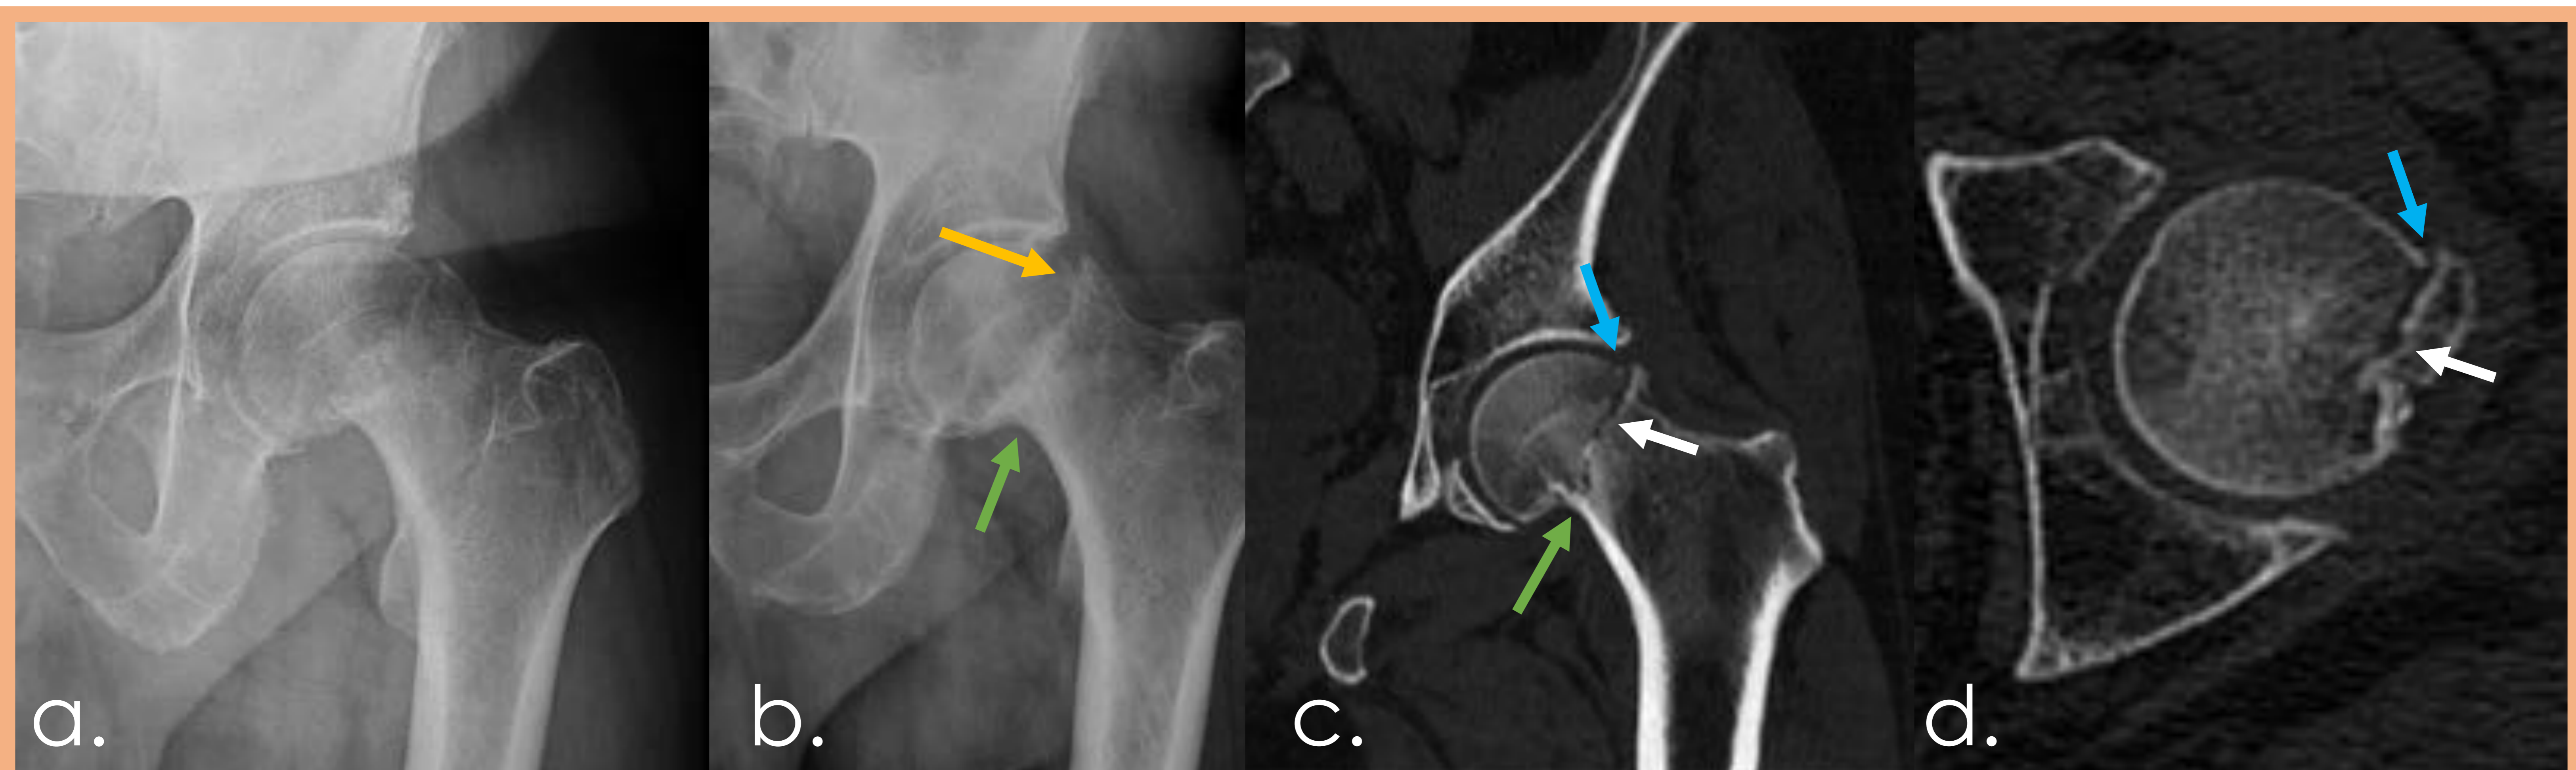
Retardo en la consolidación. Paciente de 90 años con fractura subcapital impactada de fémur izquierdo tras caída desde su propia altura. a y b. Radiografía AP inicial y a los 4 meses respectivamente, en manejo conservador. Línea de fractura visible en el margen lateral (flecha amarilla) y callo/puente óseo en el margen medial (flecha verde). c y d. TC con reconstrucción multiplanar en eje coronal y axial respectivamente, con ausencia de esclerosis y fibrosis marginal en la vertiente lateral (flechas azules), canal medular no cerrado (flechas blancas) y presencia de puente óseo en el margen medial (flecha verde).
